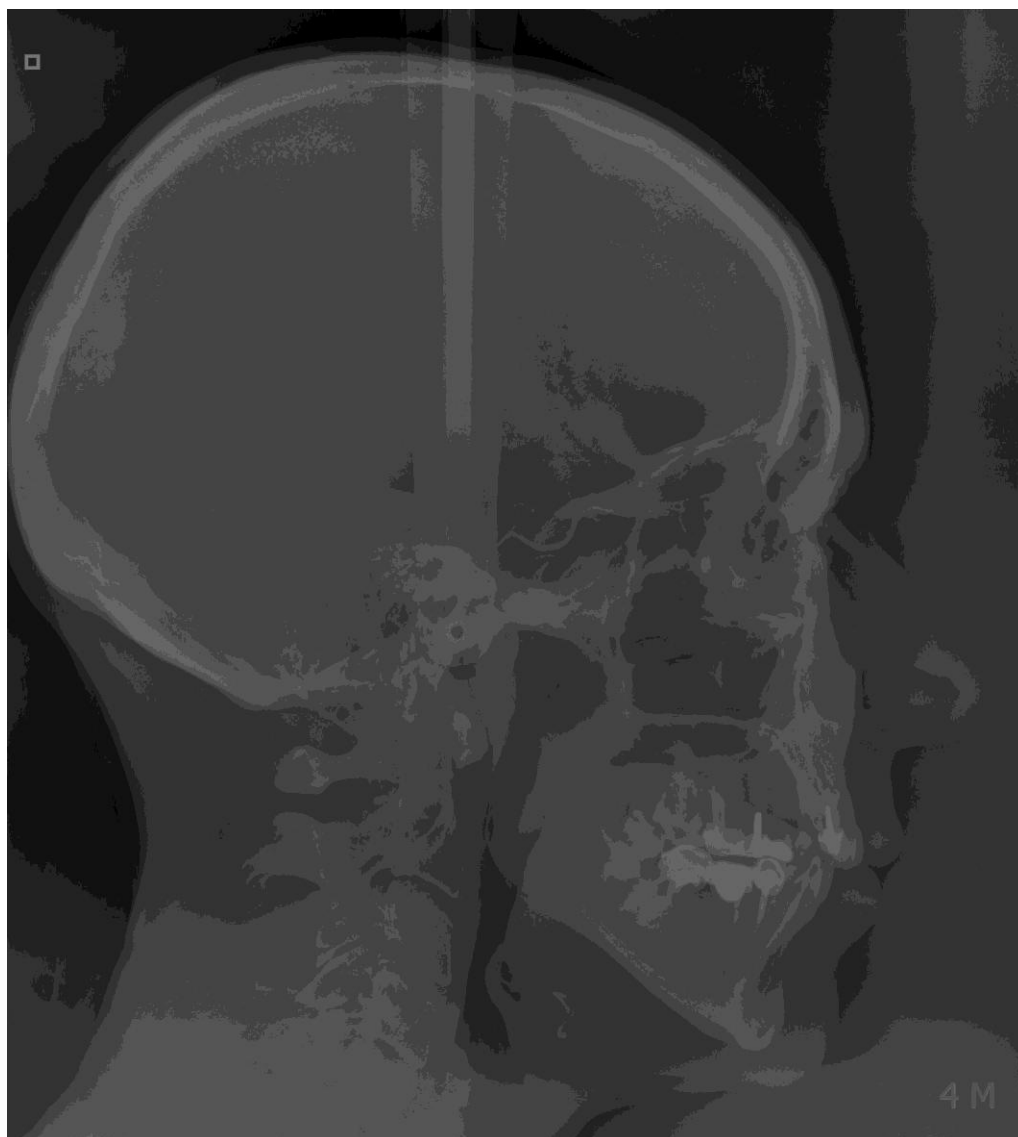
Téléradiographie de profil en occlusion
